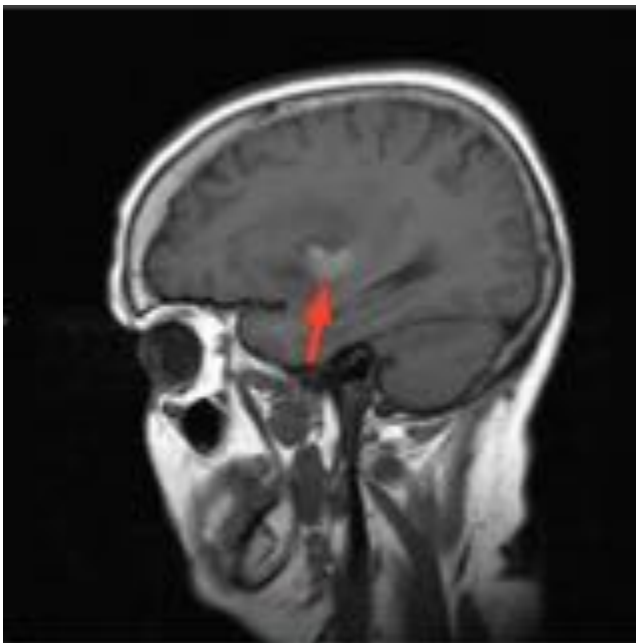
RM secuencia sagital T1: la imagen muestra un área de alta intensidad se señal, irregular, (flecha) en el seno de una lesión hipointensa temporal que tras estudio anatomopatológico resultó tratarse de un ODG.
